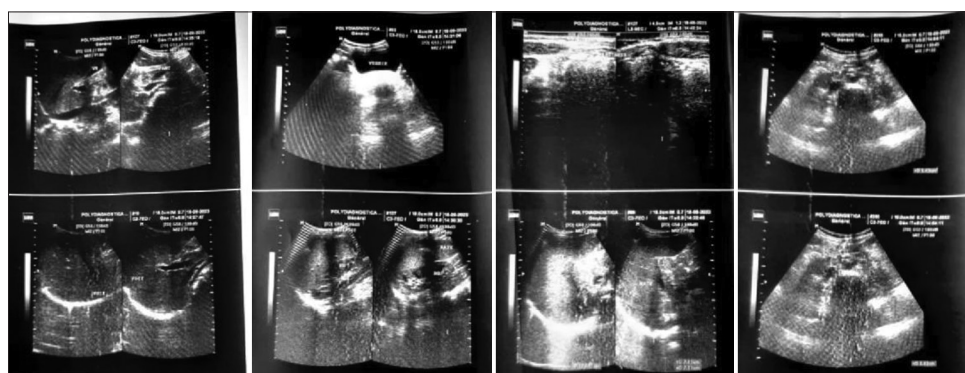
Images d'échographie abdominale de la jumelle siamoise à l'âge de 13 ans
